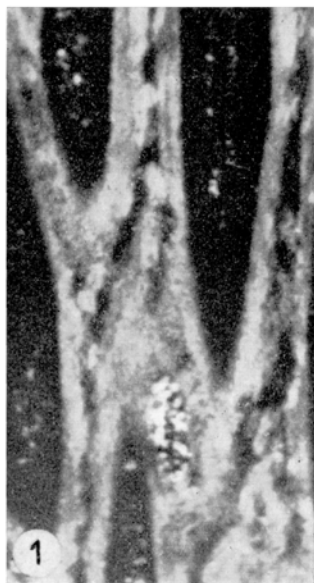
Diaphyseal trabeculae of the tibia from a 3 weeks old rachitic chick, treated with vitamin D and parathormone. Notice mid-trabecular low density resorption streak and extra-trabecular high density crystals. Microradiograph of a 12 μ celloidin section, $\times 110$.
